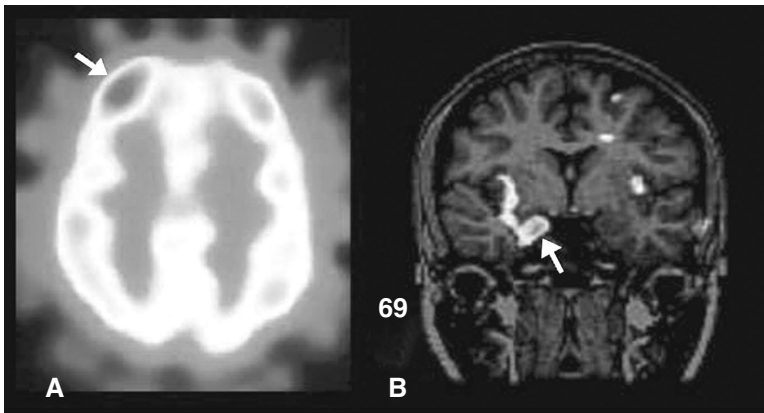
Ictal SPECT and SISCOM. Ictal SPECT (A) shows increased cerebral blood flow on right anterior frontal region (arrow). SISCOM (B) shows very well localized ictal hyperperfusion (arrow) on right hippocampus and insular cortex in a patient with right mesial temporal lobe epilepsy. Ictal SPECT and SISCOM images were obtained from Samsung Medical Center.
